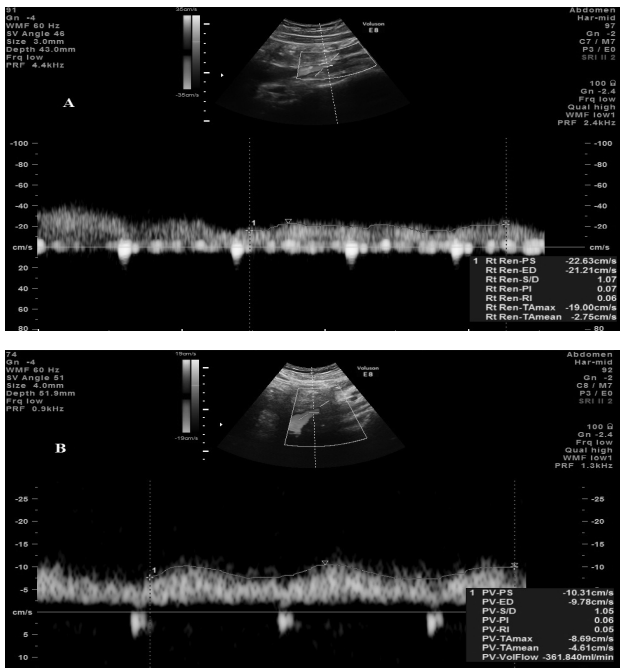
Parametrii dopplerografici la nivelul venei mezenterice superioare (A – normă, B – ciroză hepatică)
